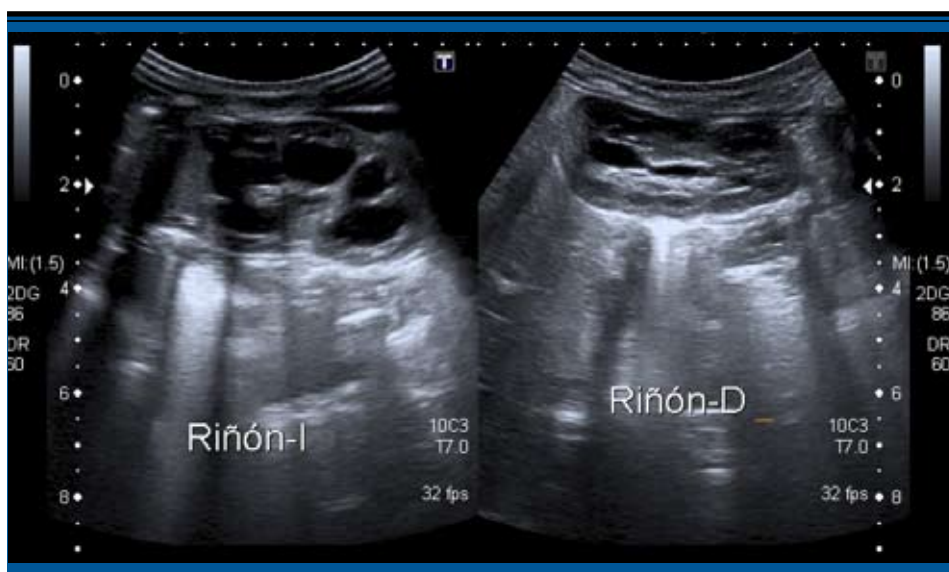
Ecografía renal realizada el primer mes de vida. Se visualiza el riñón izquierdo con dilataciones caliciales. Riñón derecho sin hallazgos de significado patológico
